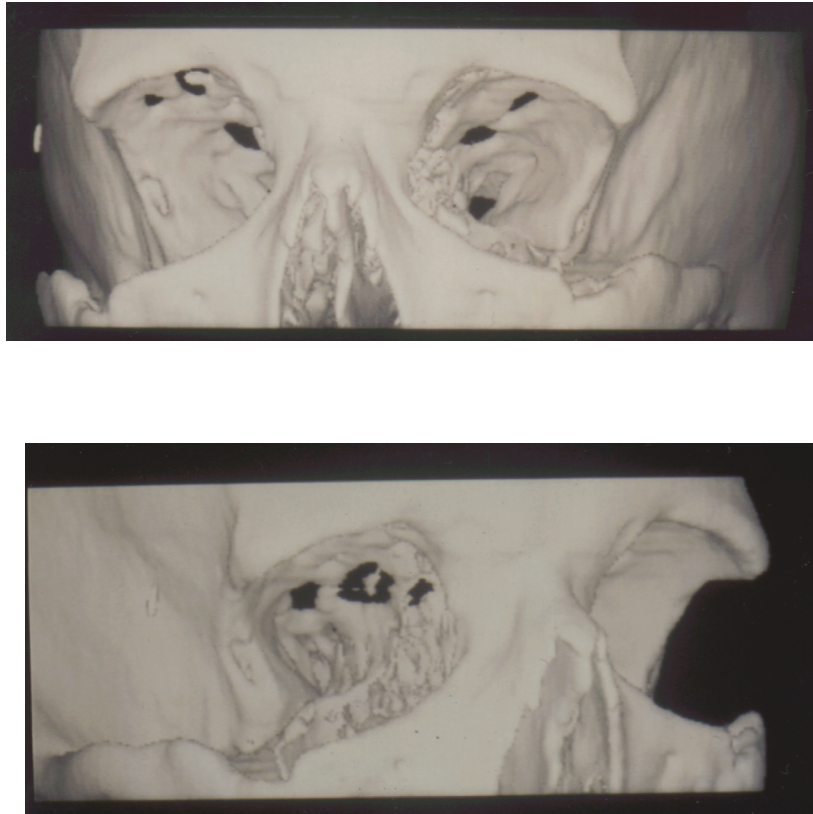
Postoperative 3-D CT Rekonstruktion eines 46 jährigen Patienten nach 3-Wand Dekompression und Osteotomie mit Entfernung der lateralen Orbitawand und des lateralen Orbitaringes.
